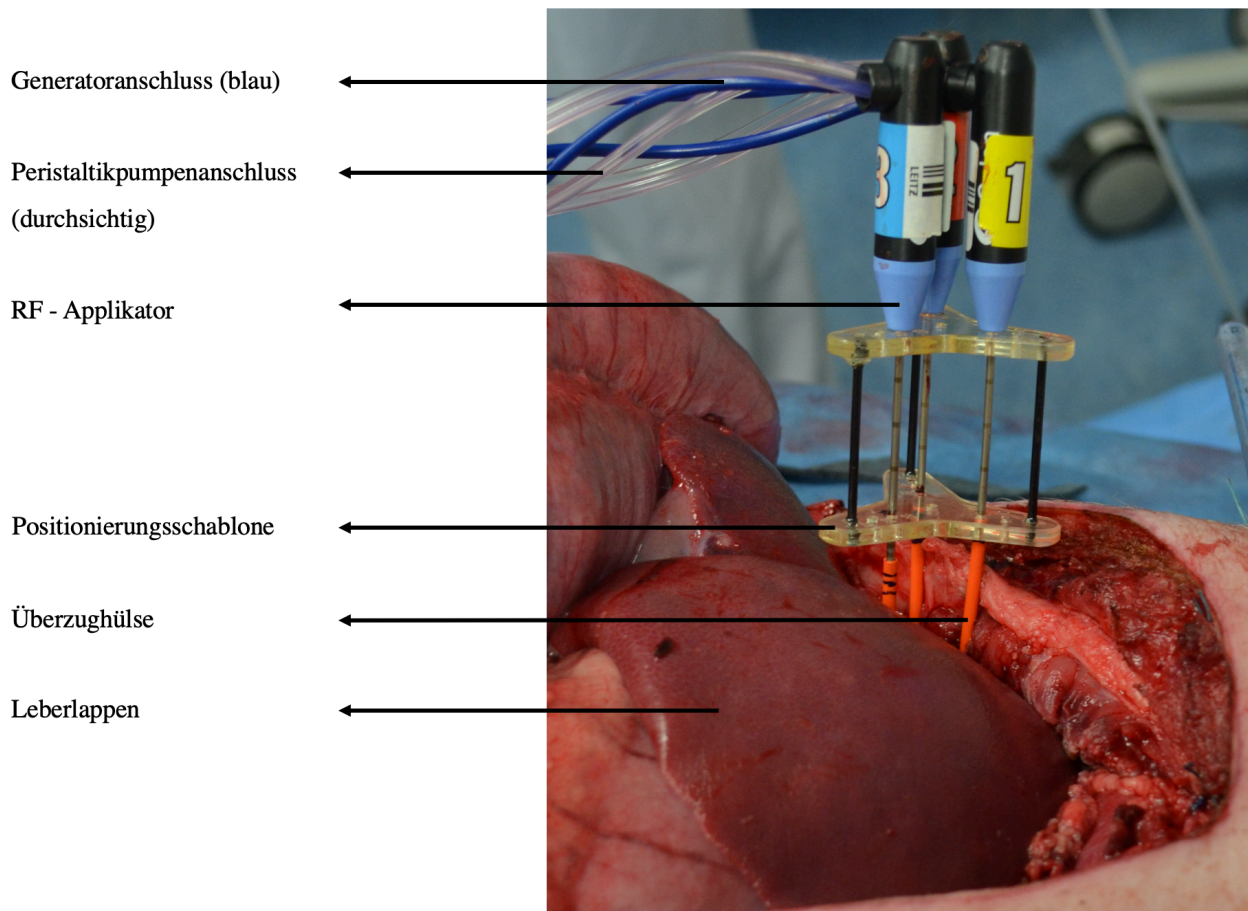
Positionierung der drei RF-Applikatoren mit Hilfe der Schablone in der Schweineleber unter CT-gestützter Kontrolle. Der Applikatorabstand konnte je nach Wahl des Punktionskanals zwischen 15 mm, 20 mm und 30 mm variieren. Überzughülsen (orange) markierten die Einstichstellen der RF-Applikatoren.
